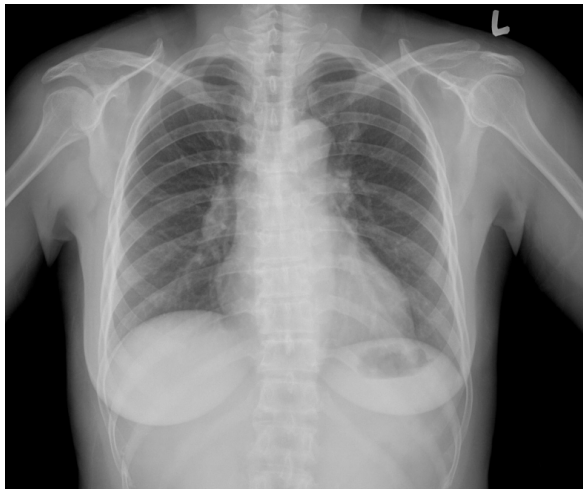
Chest X-ray. There is no evidence of parenchymal infiltrates or mass lesion in the whole lung fields. The cardiac silhouette is of normal shape and position, but the cardiac size is mildly increased in terms of C/T ratio (0.55).
